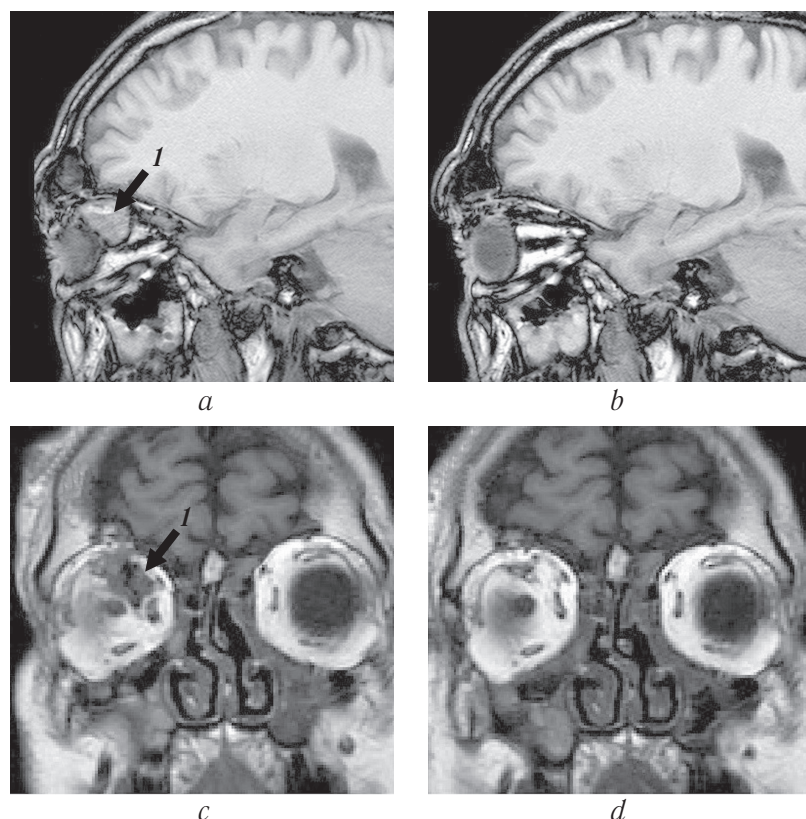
Больной Г., 68 лет. Магнитно-резонансная томограмма T1 WI. До (а, с) и после (b, d) операции. 1 — новообразование. а, с — парасагитальная, b, d — корональная проекции
